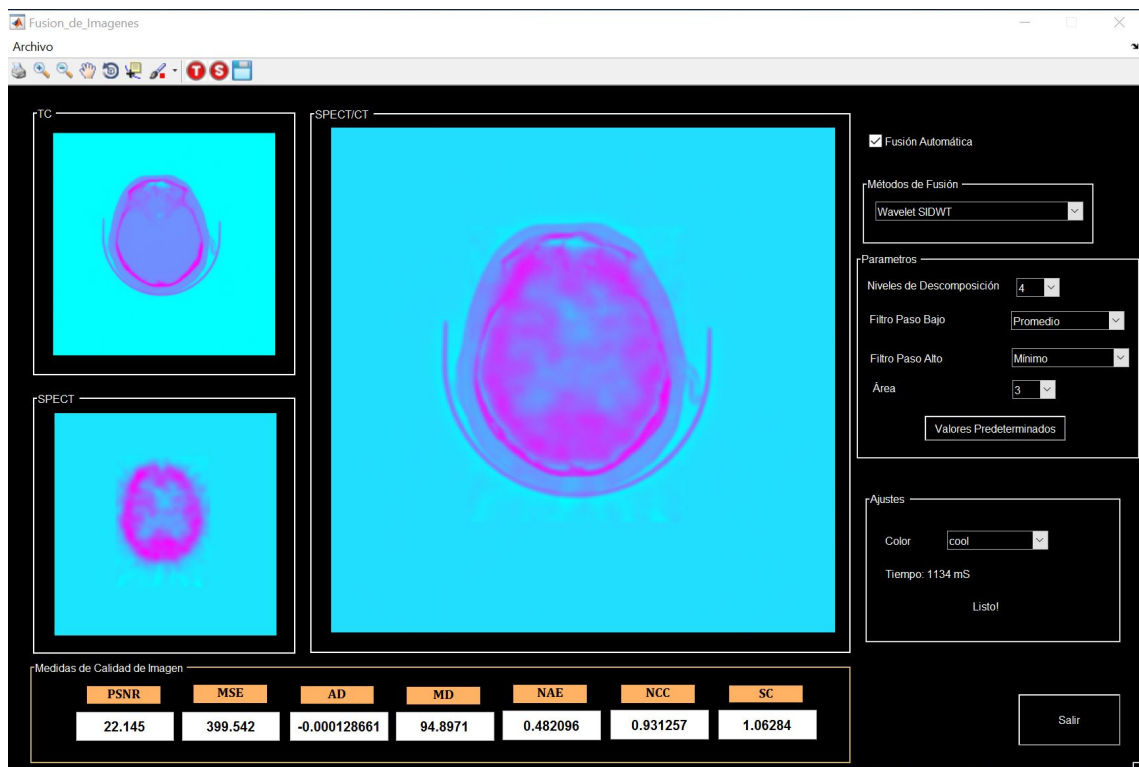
Fusión SPECT/TC Color Cool
